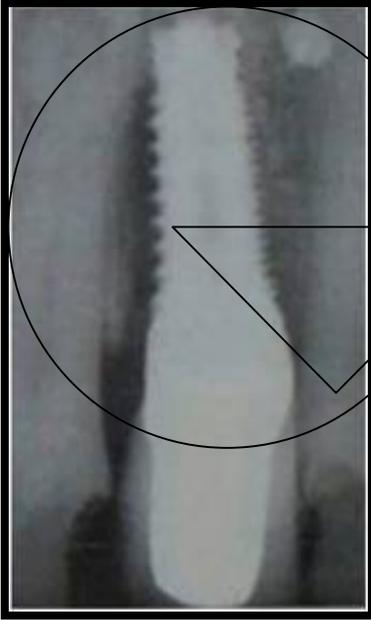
Radiografia periapical demonstrando perda óssea mesial devido ao diâmetro do implante (Grande)
